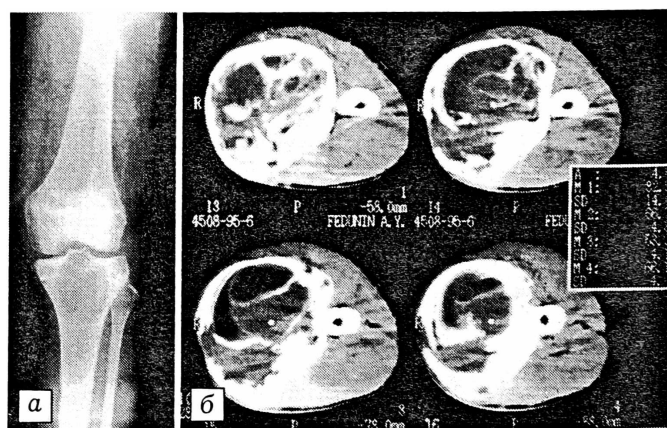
Рентгенограмма (*а*) и компьютерная томограмма (*б*) больной К. 14 лет, давность заболевания 3 мес. Очаг деструкции в проксимальном метаэпифизе левой большеберцовой кости. Тени уплотнения на фоне лизиса создают «муаровый» рисунок.
